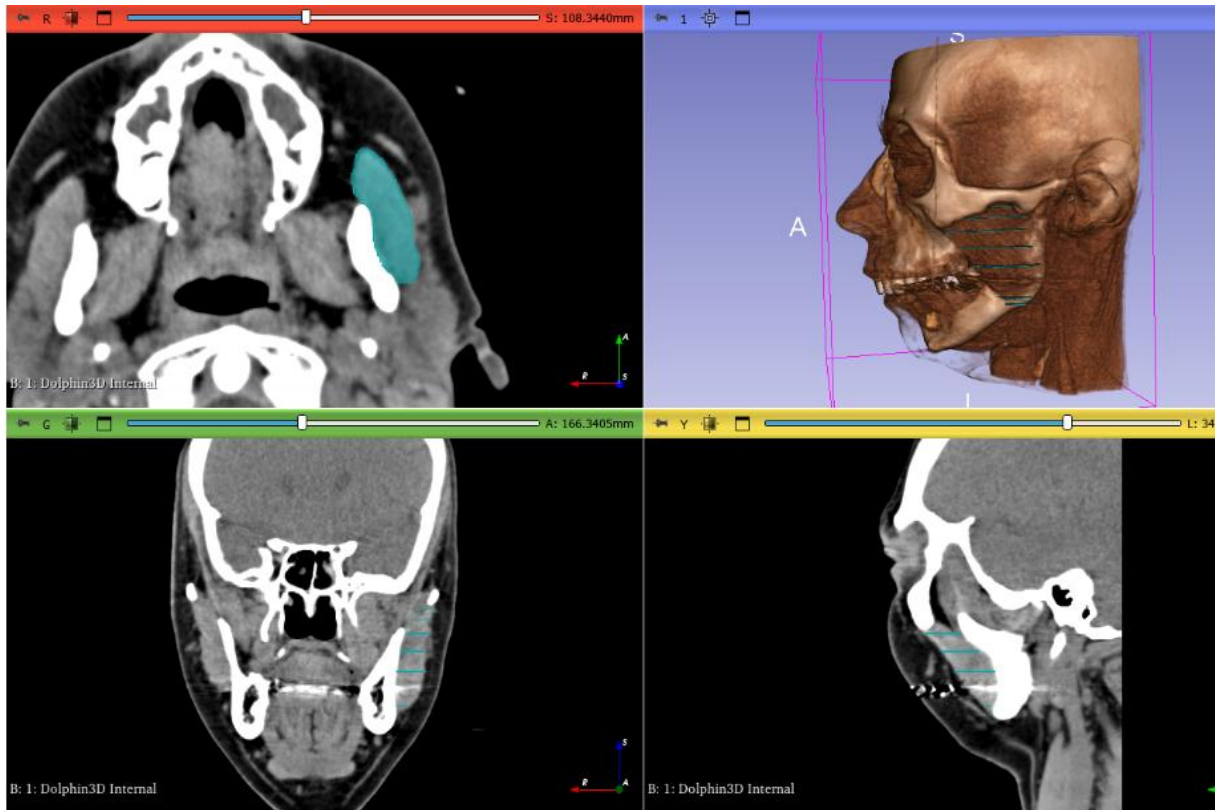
Preparação das imagens no software 3D Slicer: reconstrução 3D da face com configuração *CT-Muscle* e ajuste de contraste para tecidos moles.
